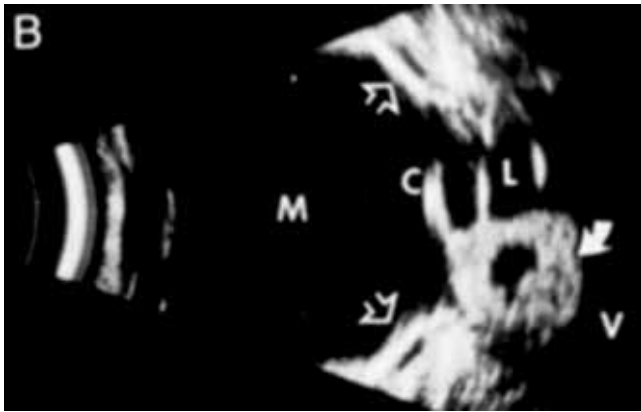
Técnica B de inmersión axial de meduloepitelioma (Ultrasound of the Eye and Orbit. Frasier S, Green R, 2002).
